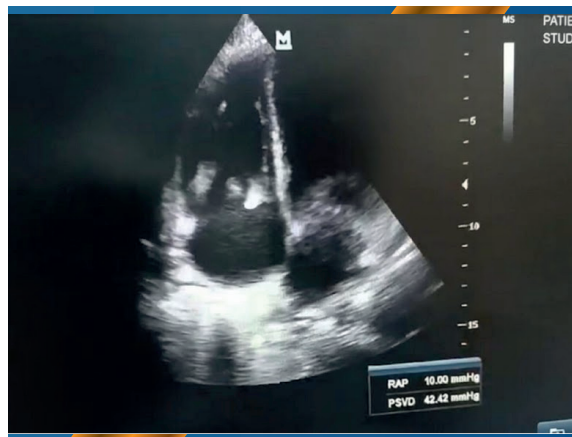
Ecocardiograma tratorácico
